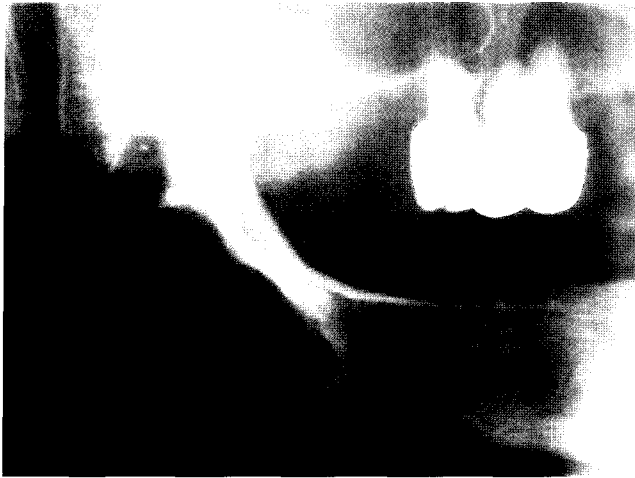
Cropped panoramic radiograph shows a radiolucency with a sclerotic margin between right mandibular posterior body and angle.
